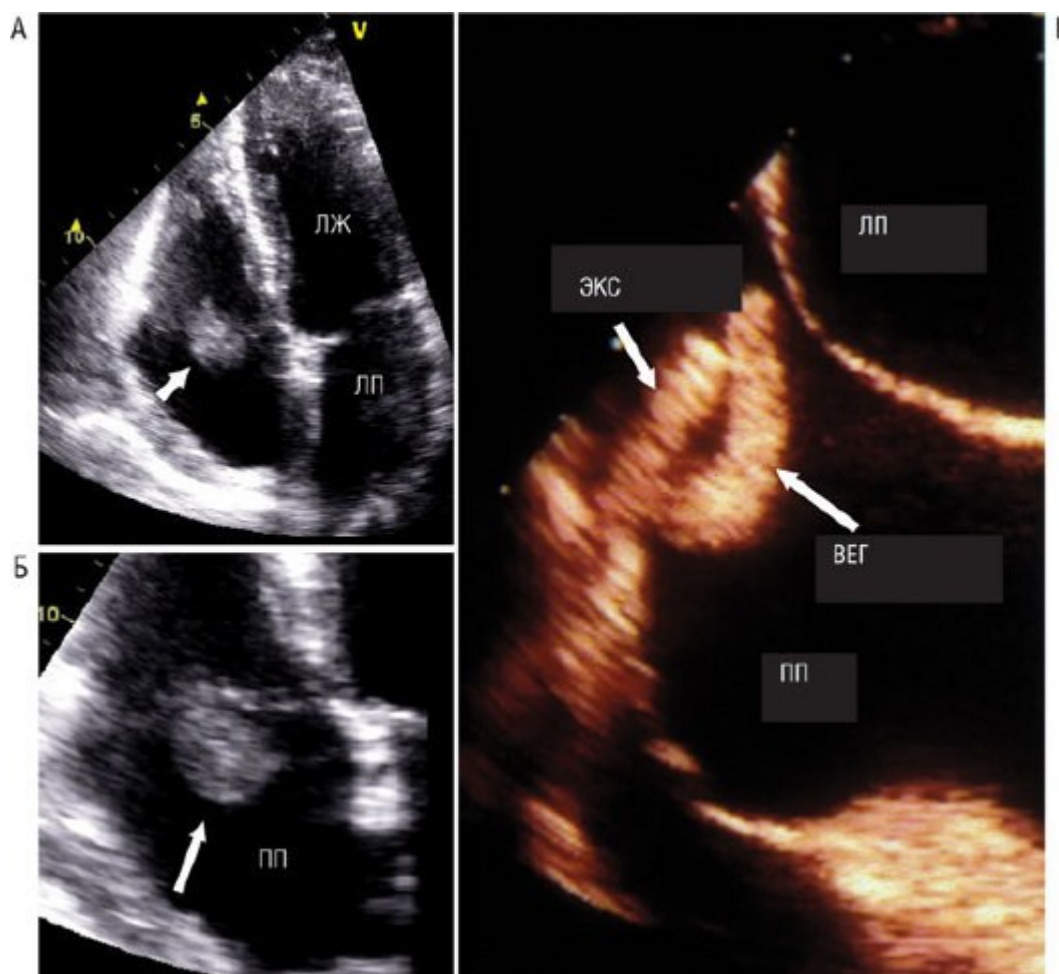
Вегетация (указана стрелкой), прикрепленная к предсердной стороне трикуспидального клапана (А, Б) и электроду кардиостимулятора (В): оба пациента страдают стафилококковым инфекционным эндокардитом. ЭКС - электрод кардиостимулятора (транспицеводная эхокардиограмма).
